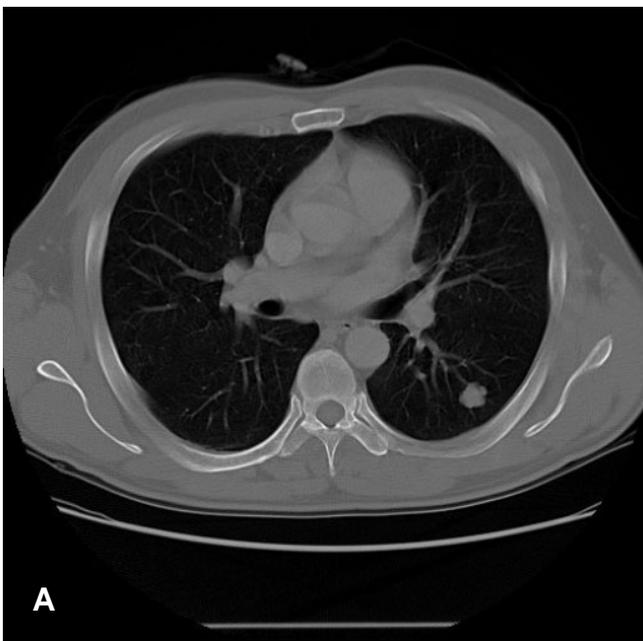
Chest computed tomography shows a well-defined, lobulated, non-calcified nodule in the superior segment of the left lower lobe (A: lung setting scan, B: mediastinal setting scan).
